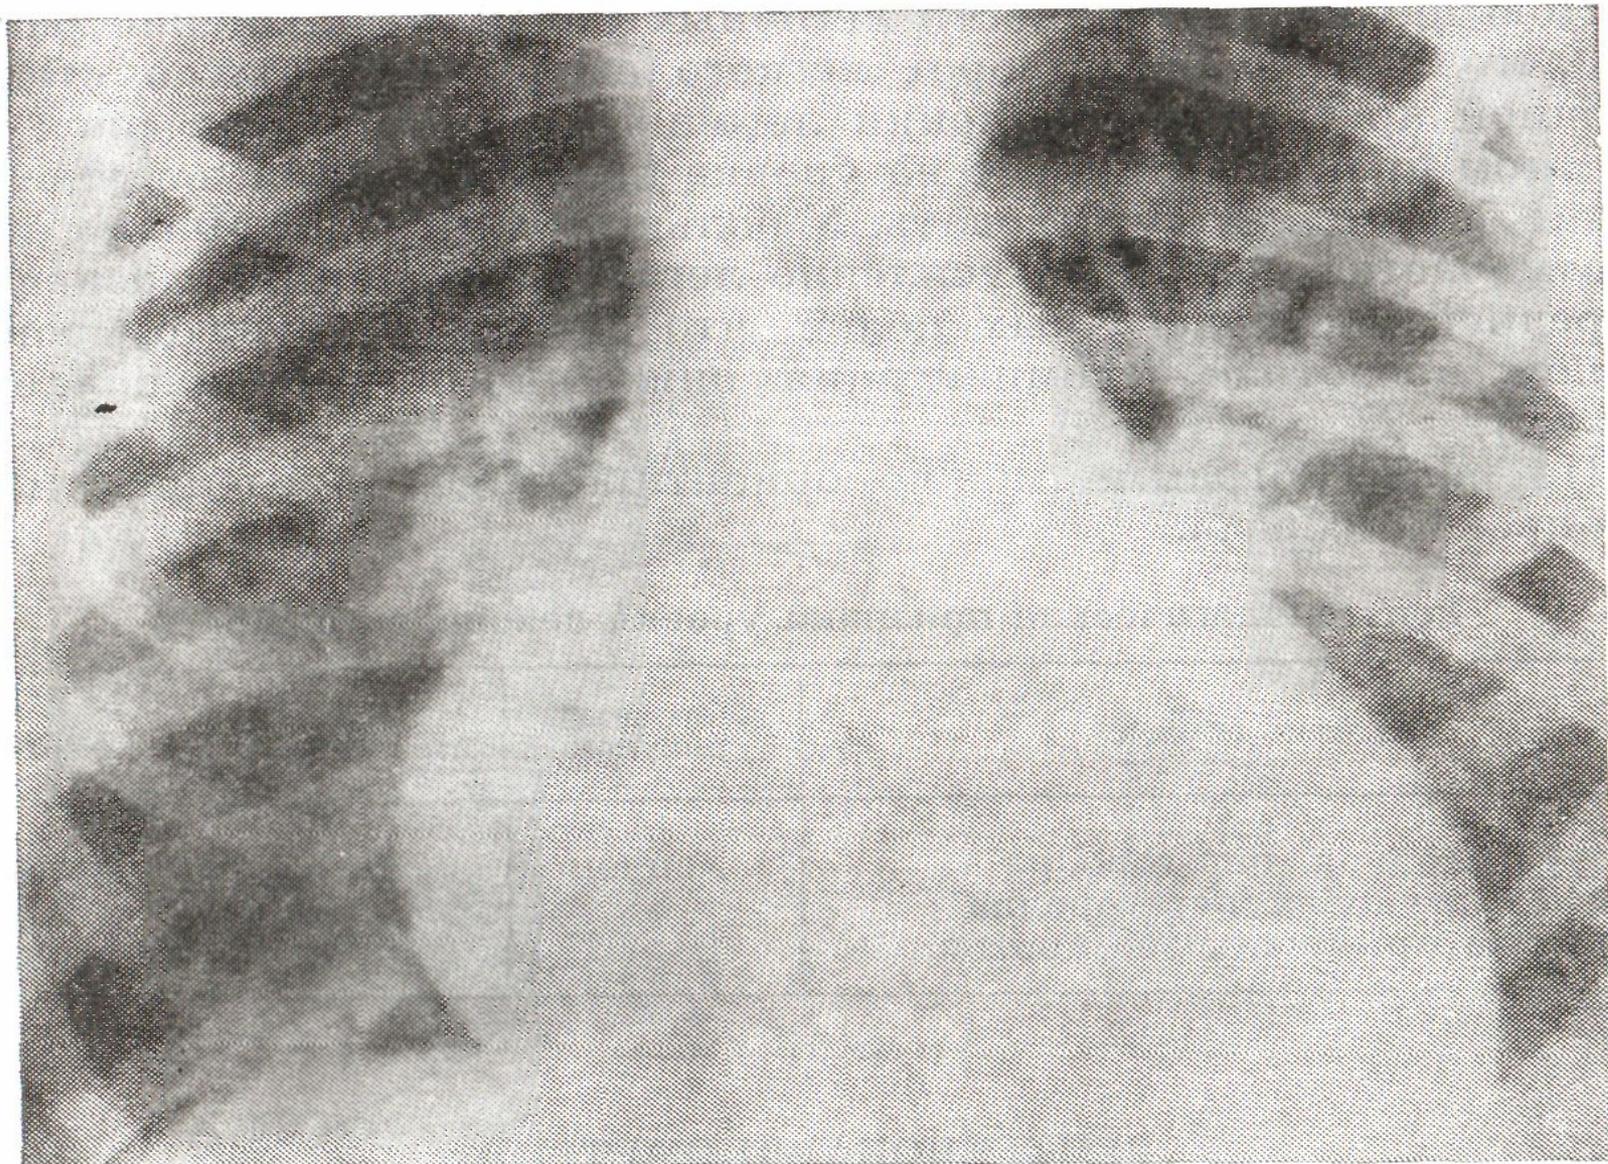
Рентгенограмма грудной клетки при хроническом неревматическом кардите: альвеолярный отек легких в виде картины «бабочки».
